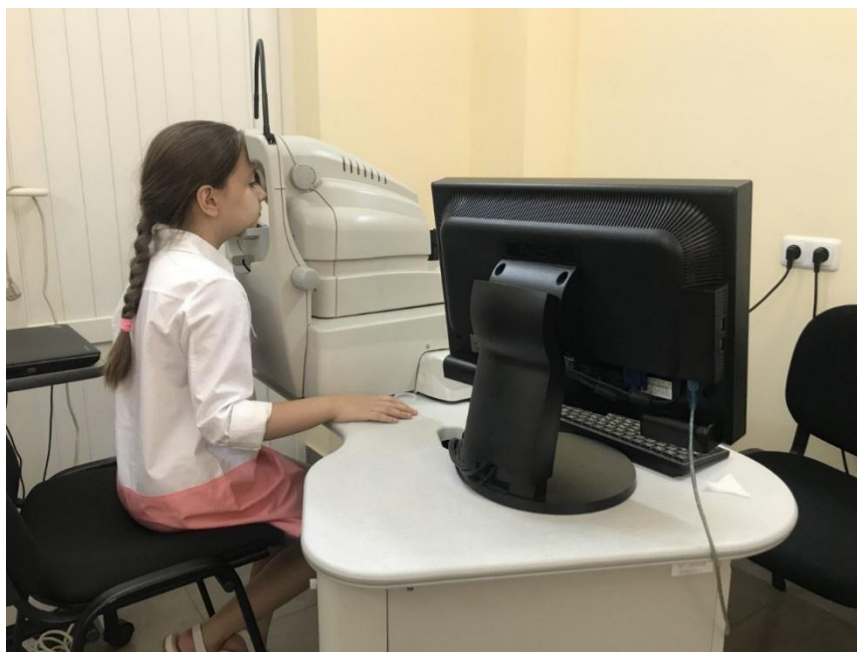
Оптический когерентный томограф «Stratus OCT-3» (производство «Carl-Zeiss Meditec», США): модель 3000 (Instrument and Stratus Review Software Version 6.0)*
